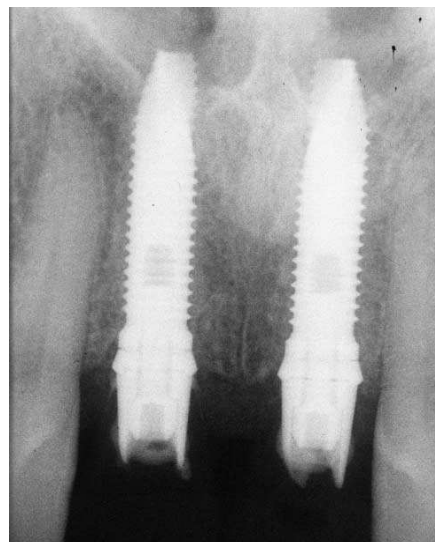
Radiographie péri-apicale prise après la mise en place des implants [BLOCK MS., FINGER I., et al. ; 2002]
